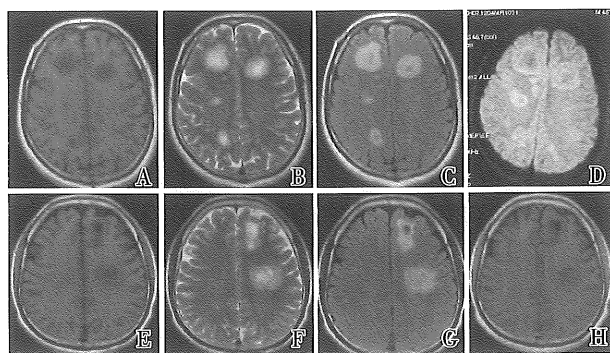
两例 Baló 型同心圆硬化的头颅 MRI 表现
